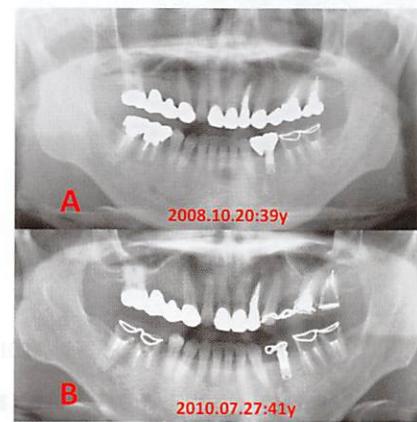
症例1。A：補綴科再受診時（39歳）のパノラマX線写真（2008.10.20）。
